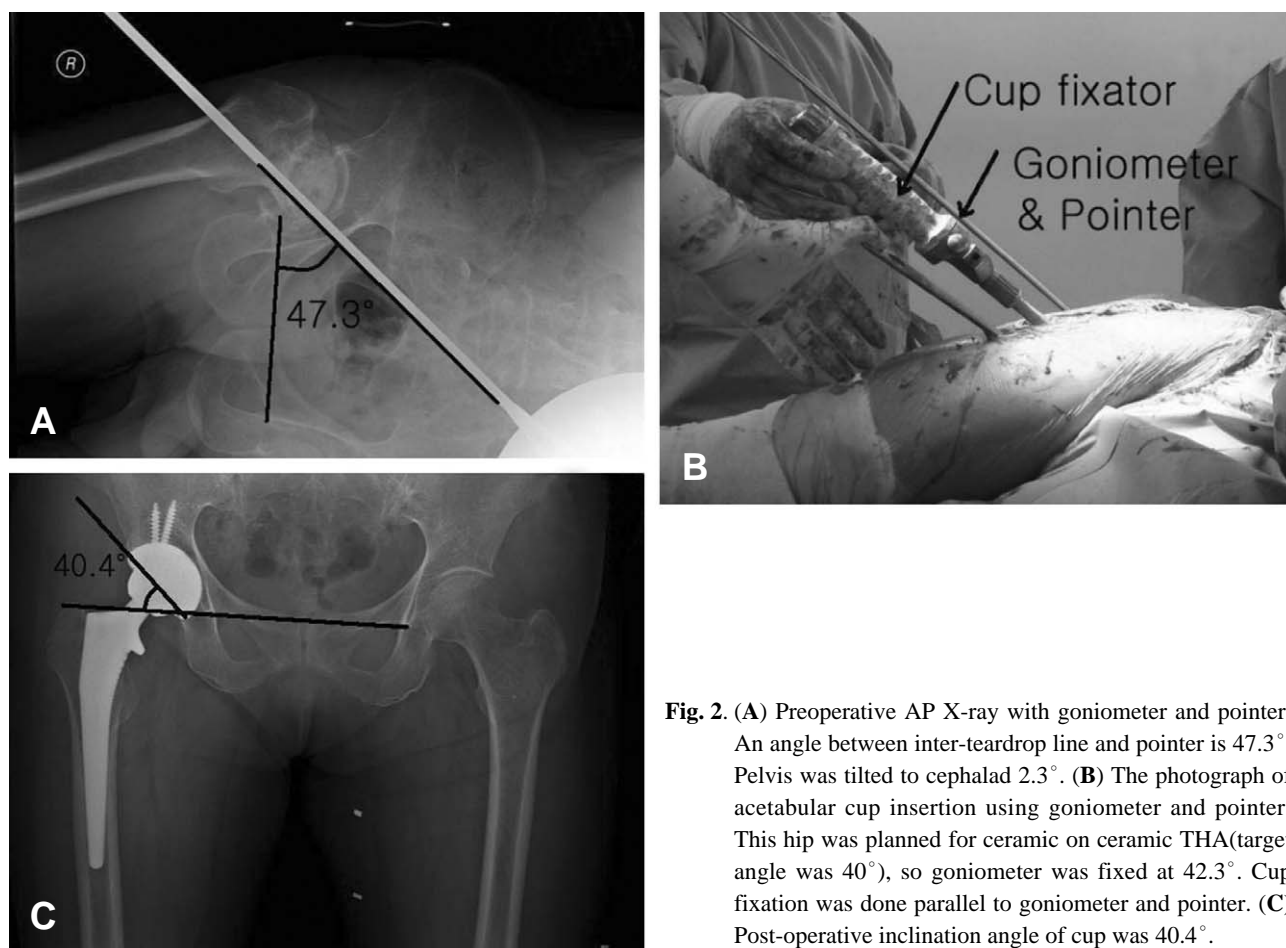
(A) Preoperative AP X-ray with goniometer and pointer. An angle between inter-teardrop line and pointer is 47.3°. Pelvis was tilted to cephalad 2.3°. (B) The photograph of acetabular cup insertion using goniometer and pointer. This hip was planned for ceramic on ceramic THA(target angle was 40°), so goniometer was fixed at 42.3°. Cup fixation was done parallel to goniometer and pointer. (C) Post-operative inclination angle of cup was 40.4°.
